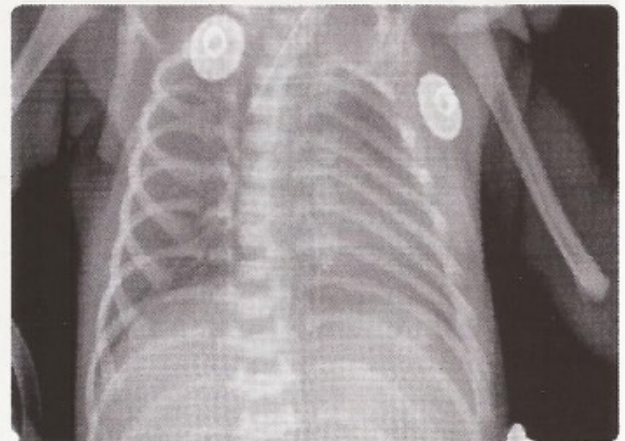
Radiografía de tórax de la paciente que muestra imagen en "vidrio esmerilado".
